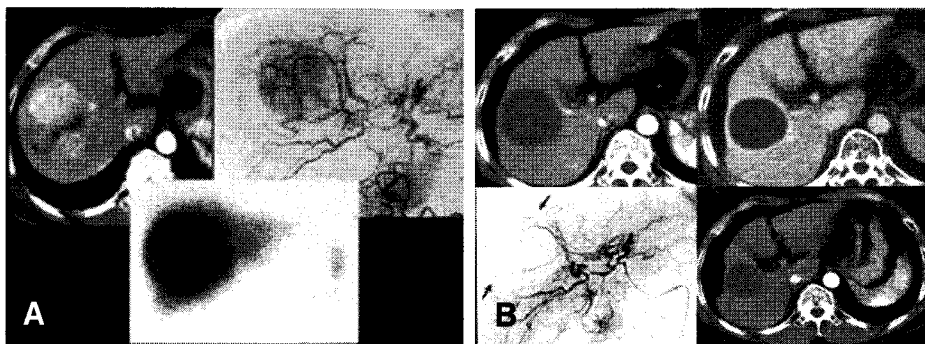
Intraarterial injection of Ho-166 CHICO in the treatment of HCC. (A) 8cm sized large HCC and Ho-166 CHICO injection. (B) 2 month's and 14 month's CT and hepatic angiogram after Ho-166 intraarterial injection.
